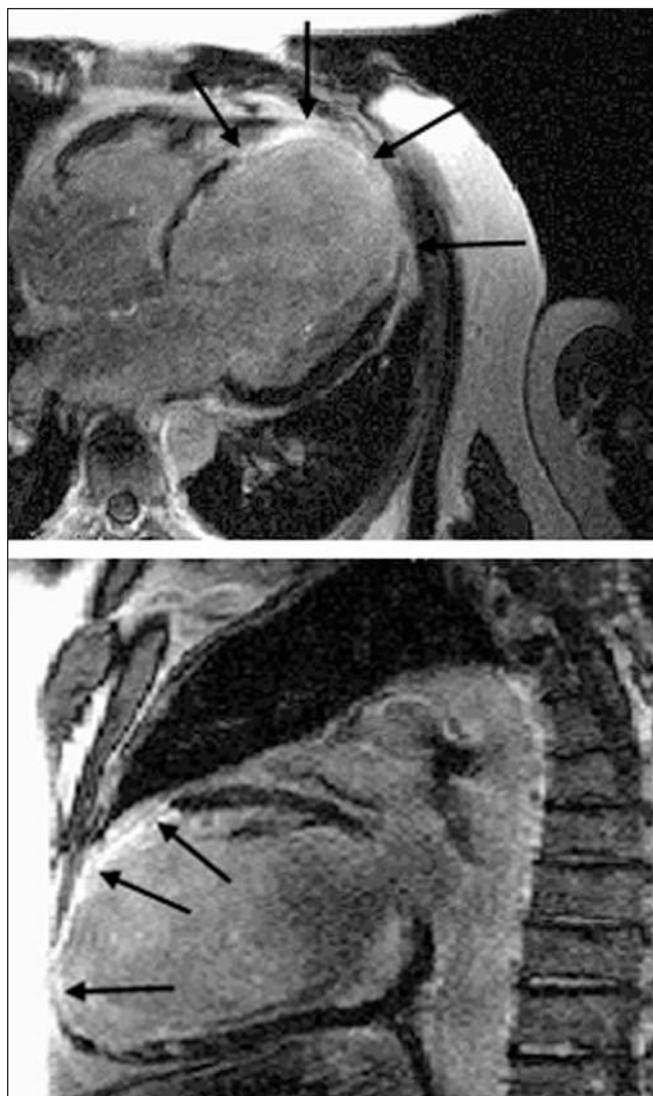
Rehaussement tardif en IRM de contraste mettant en évidence un infarctus antéro-septo-apical (hypersignal, flèches).
